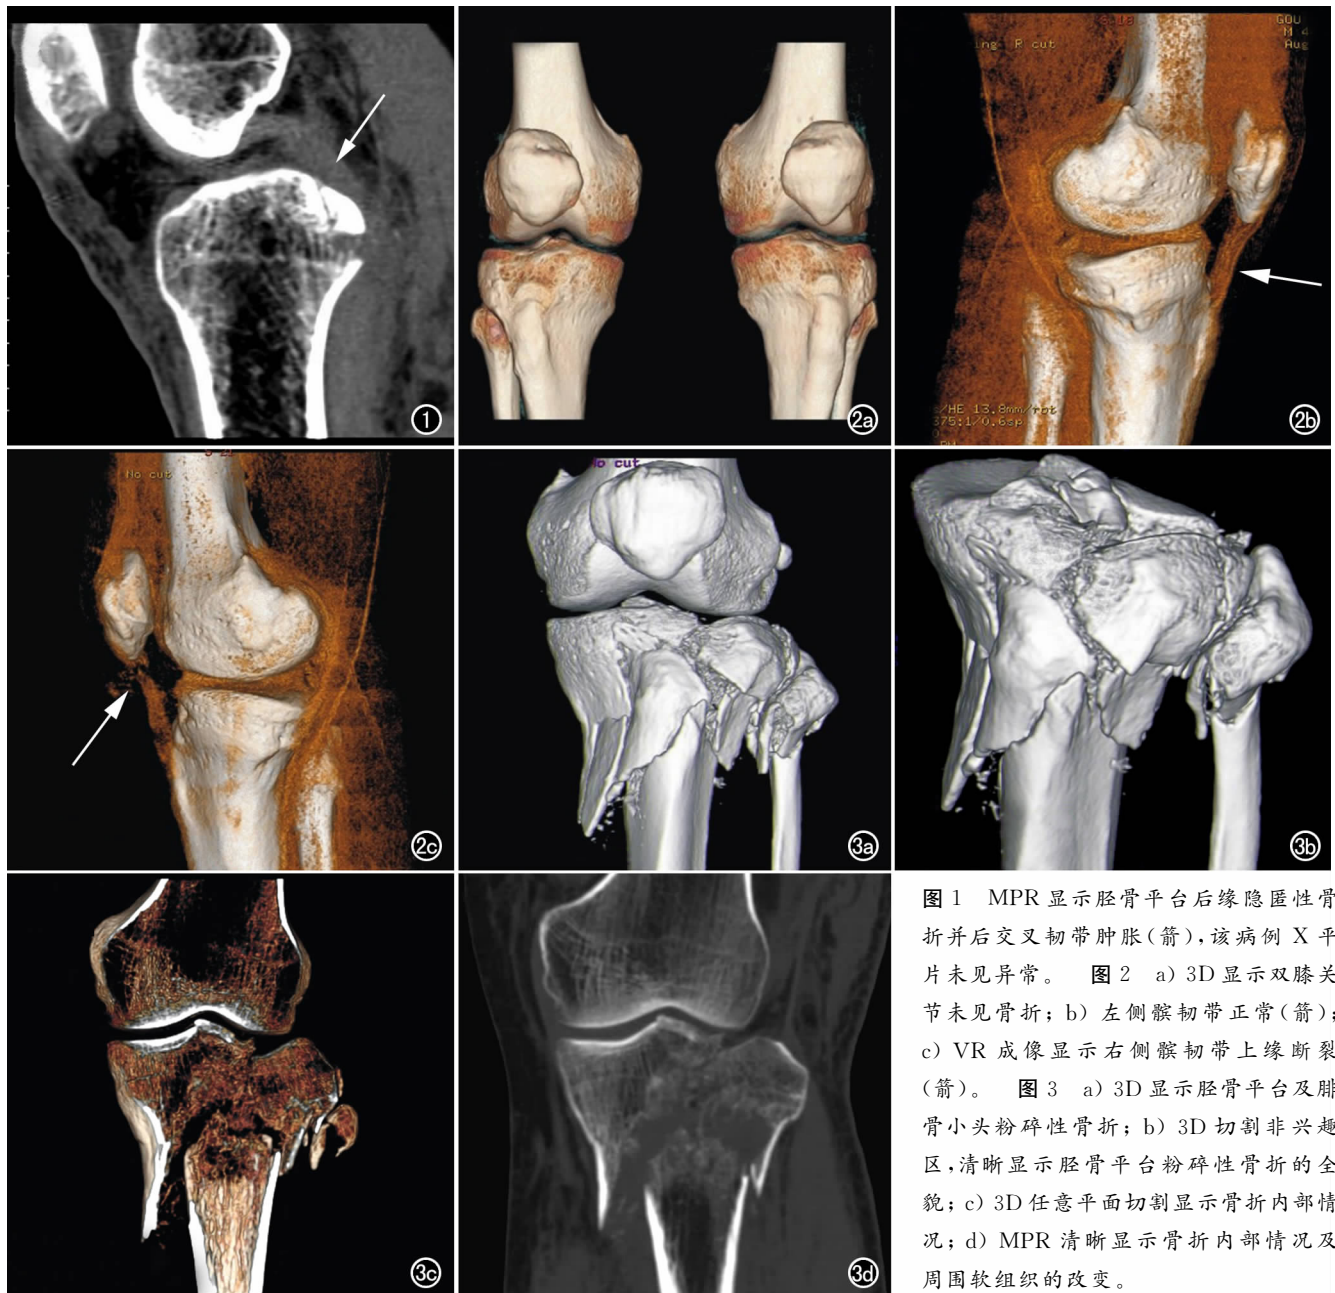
MPR 显示胫骨平台后缘隐匿性骨折并后交叉韧带肿胀(箭),该病例 X 平片未见异常。图 2 a) 3D 显示双膝关节未见骨折; b) 左侧髌韧带正常(箭); c) VR 成像显示右侧髌韧带上缘断裂(箭)。图 3 a) 3D 显示胫骨平台及腓骨小头粉碎性骨折; b) 3D 切割非兴趣区,清晰显示胫骨平台粉碎性骨折的全貌; c) 3D 任意平面切割显示骨折内部情况; d) MPR 清晰显示骨折内部情况及周围软组织的改变。
